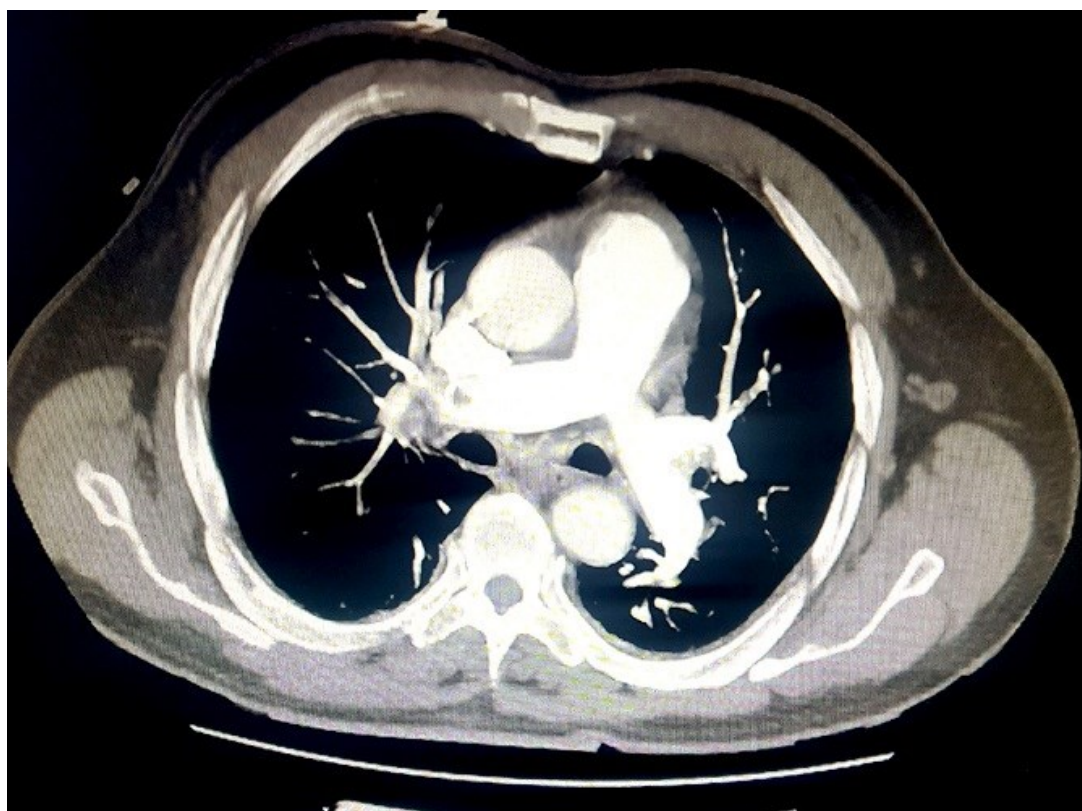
coupe angio-TDM mettant en évidence une embolie pulmonaire
